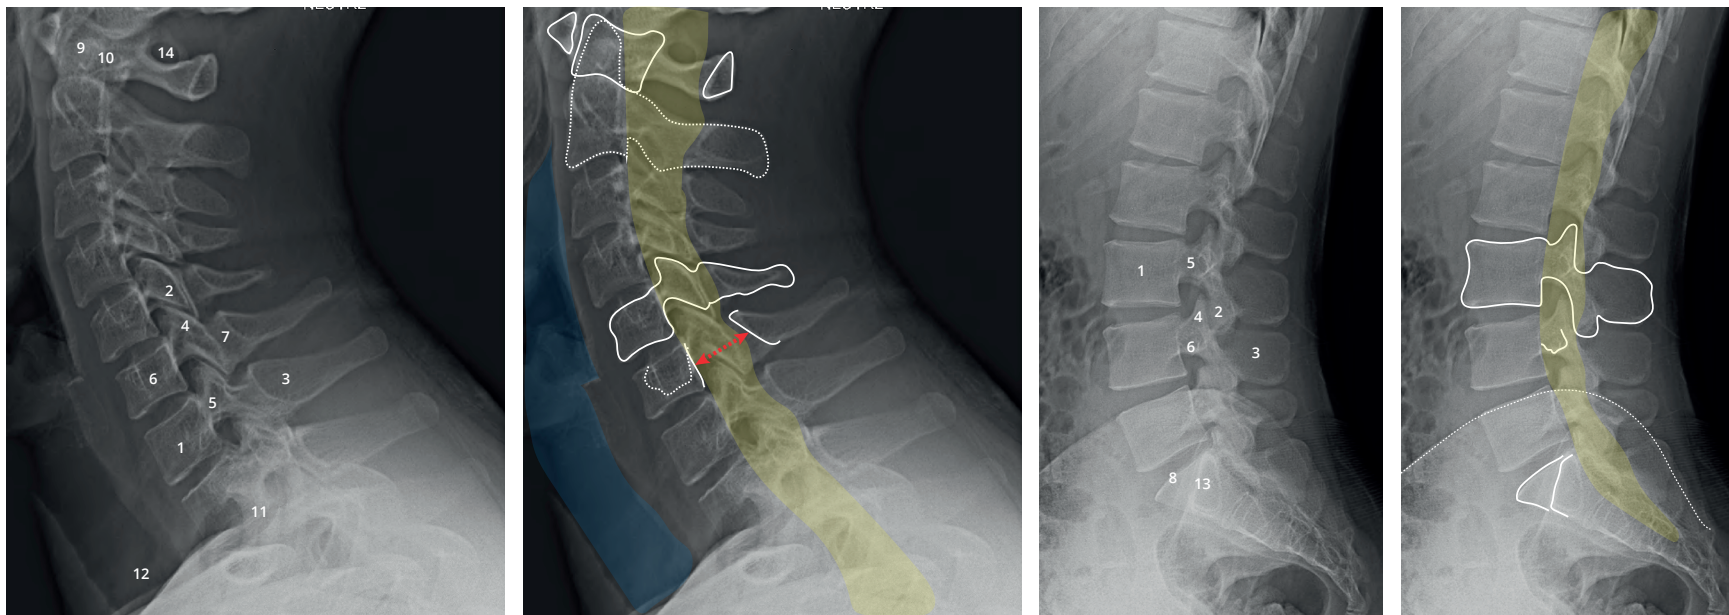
Radiographies de profil de la colonne. À gauche, profil du rachis cervical et à droite, lombaire. Notez le canal vertébral (jaune), la trachée (bleu), le contour de C1 et C2, le contour de C5, le processus transverse de C6 et les limites du canal vertébral entre le mur postérieur et la lame (image de gauche, flèche). Sur l'image de droite, notez le contour de L3, le processus transverse de L4, la crête iliaque, le promontoire sacré et l'aile sacrée (distale au promontoire).
